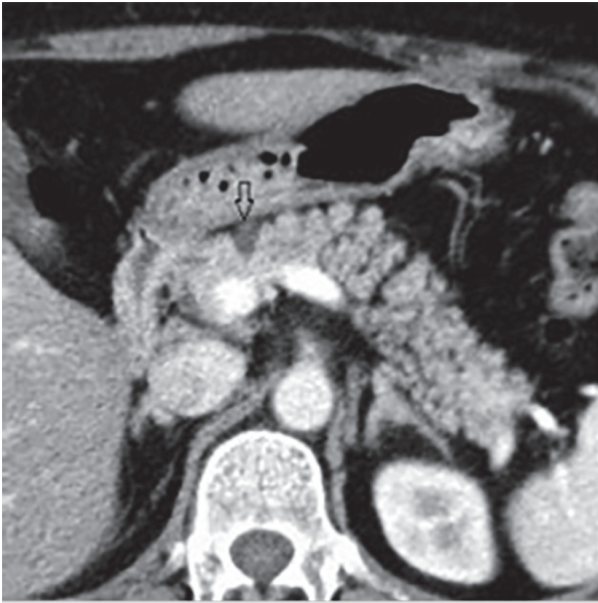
2014年7月のダイナミックCT像：矢印部にcystic lesionを認める。
